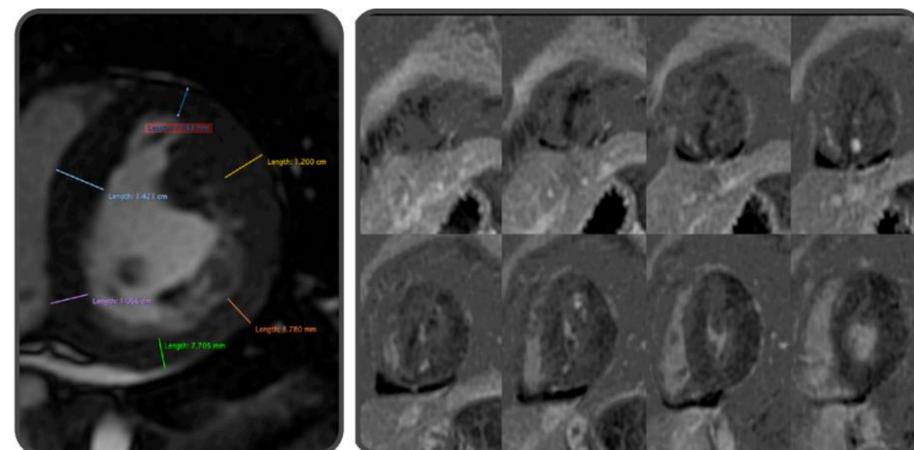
Ressonância Magnética da paciente com a presença de realce tardio com padrão multifocal, localizado nos segmentos infero-septo-mediais, compatível com o diagnóstico de cardiomiopatia hipertrófica.
